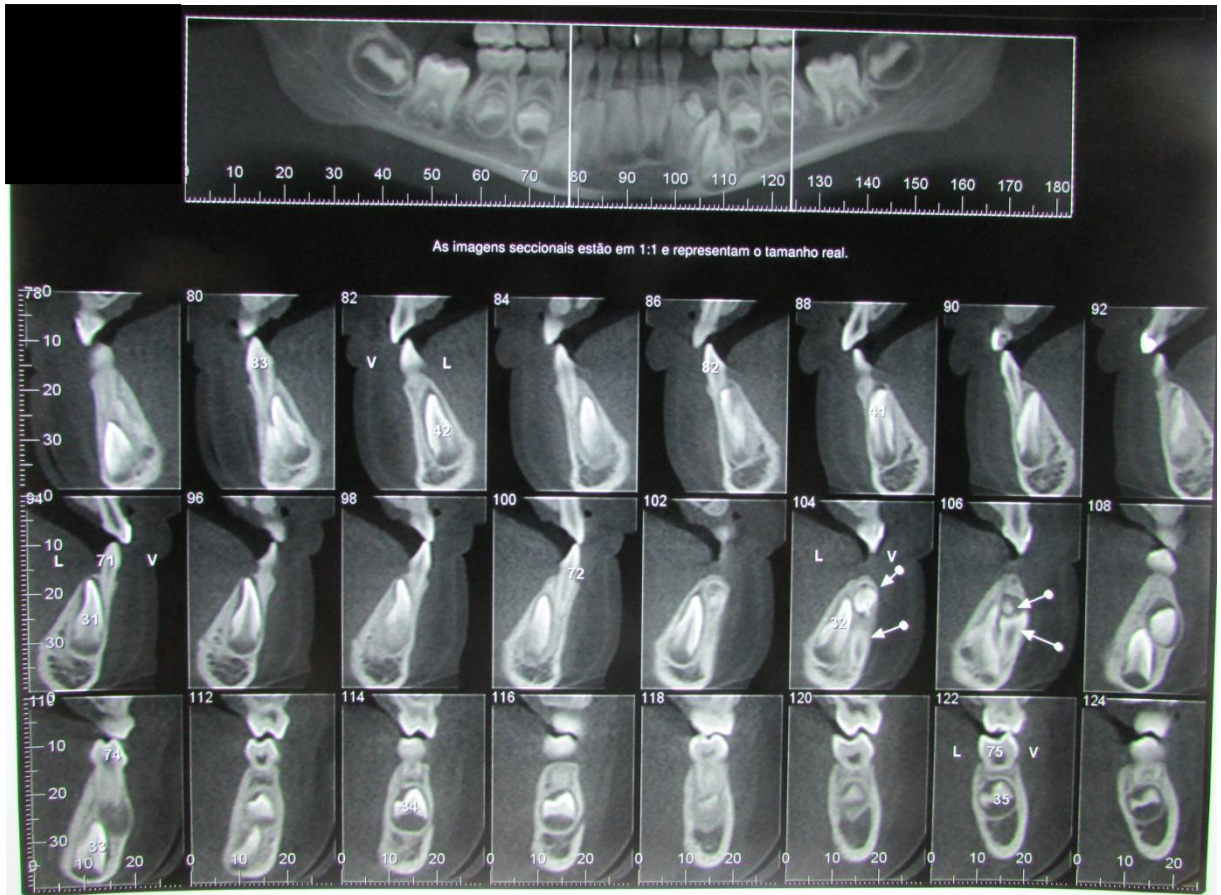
tomografia computadorizada, imagens seccionadas estão em 1:1 e representam o tamanho real; nos cortes 104 e 106 conseguimos observar o tamanho do odontoma e sua relação com o dente 32.
